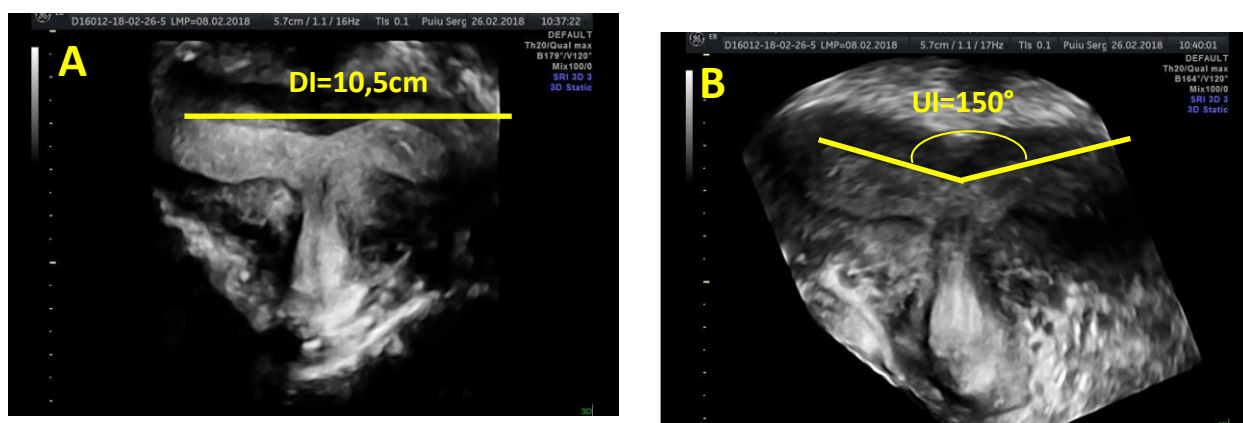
USG 3D, plan coronal. Uter bicorporal, clasa U3b. Distanța intercornuală (DI) - 10,5cm(A), unghiul intercornual (UI) -150°(B)
